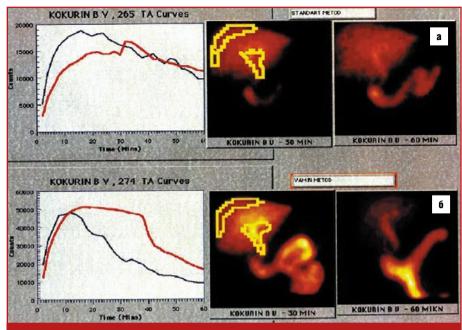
Гепатобилисцинтиграфия стандартная (а) и с холекинетической нагрузкой (б): а — задержка РФП в печени и внепеченочных желчных протоках, замедленное поступление в двенадцатиперстную кишку; б — нормализация транспорта РФП из печени, ускорение транспорта РФП по желчным протокам и достаточное поступление в двенадцатиперстную кишку
